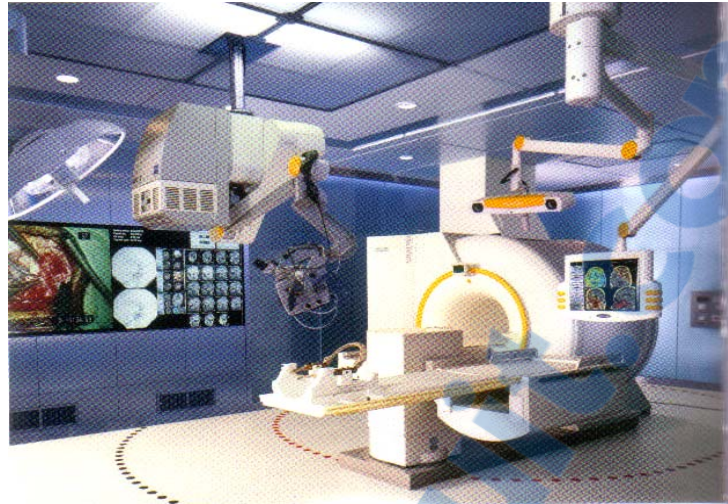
Le bloc opératoire équipée d'IRM fonctionnelle peropératoire
